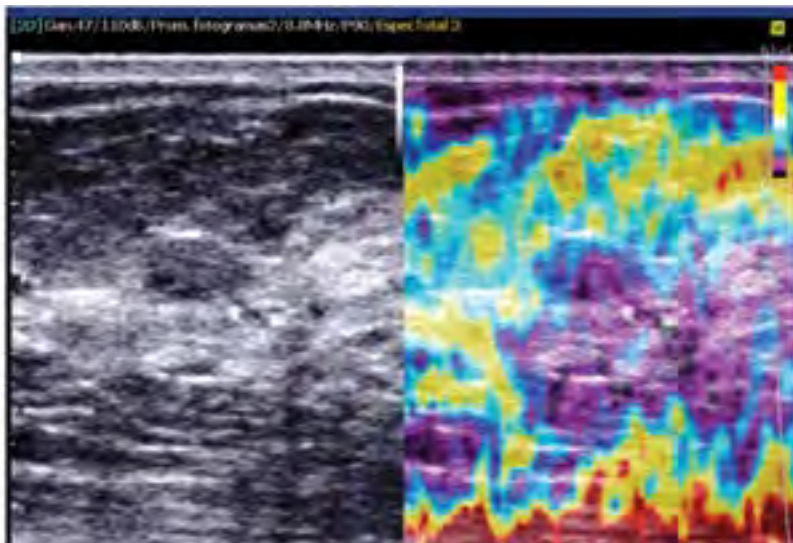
Comparación entre ultrasonido convencional en escala de grises y SE. El fibroadenoma manifiesta clásico patrón en mosaico.
